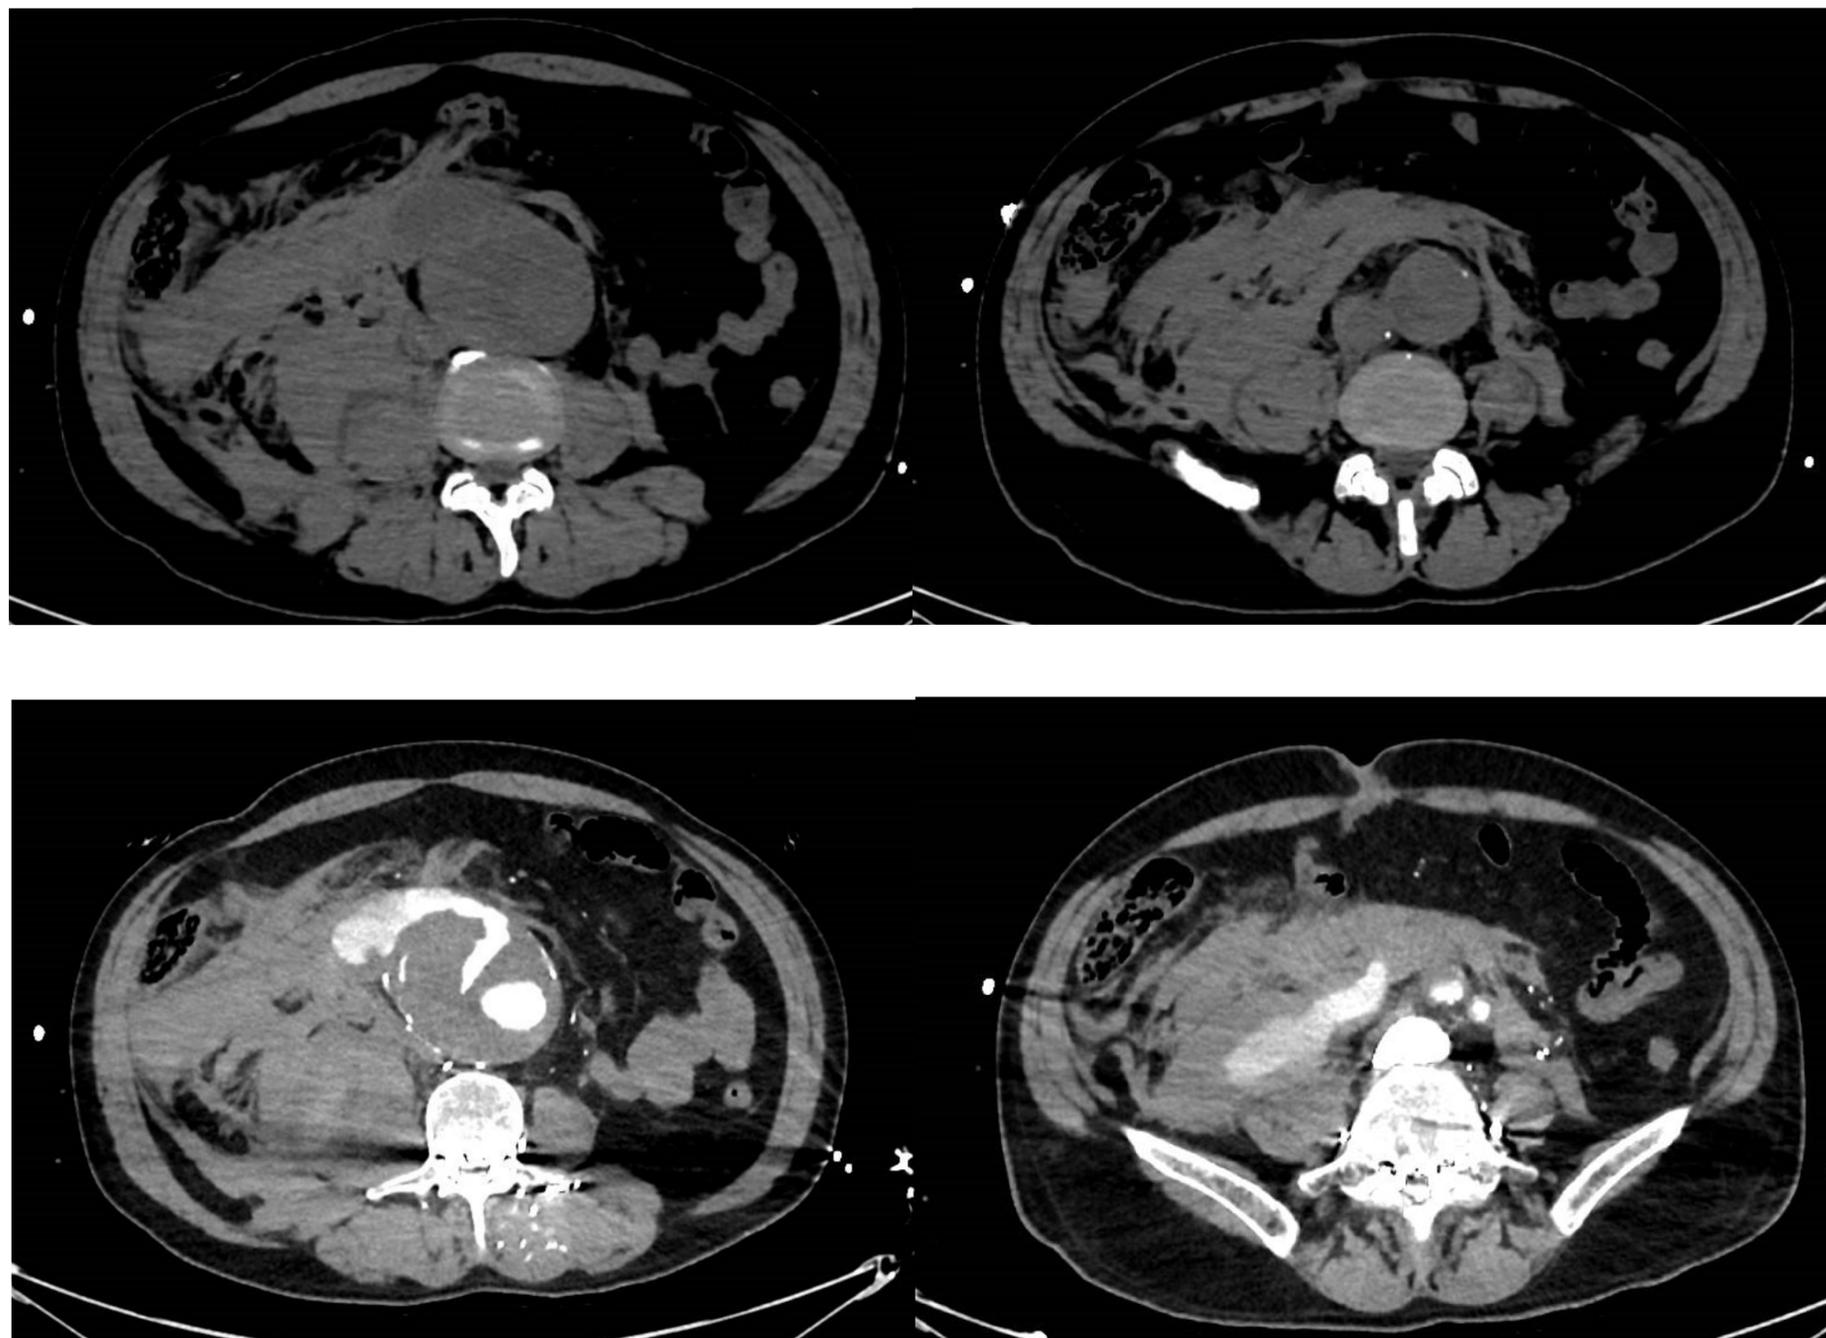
TC sin contraste (imágenes superiores) y fase arterial con CIV (imágenes inferiores). Imágenes cedidas por el Hospital Universitario 12 de Octubre, cortesía del Dr. De Lorenzo Fernández.
